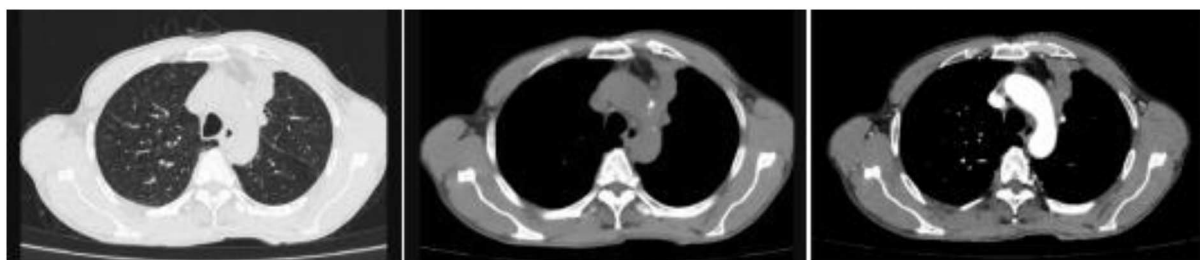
2025-07-23 Chest CT with contrast: Follow-up of the mass in the left upper lobe is roughly unchanged from before (3.9 cm × 2.4 cm) (compared with 2024-12-27), obstructive inflammation in the left upper lobe is roughly unchanged from before
